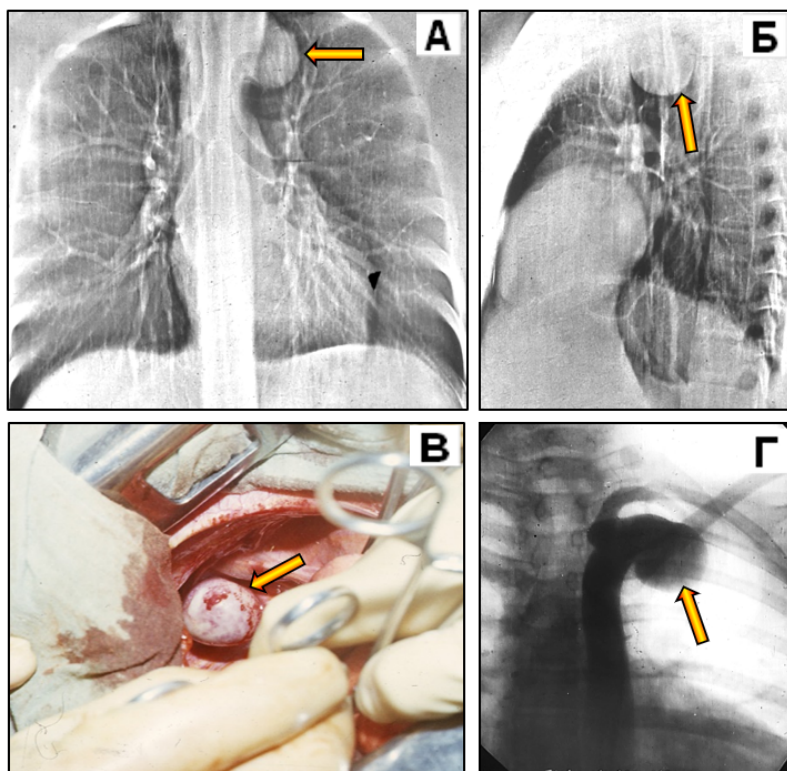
Больная Ю., 24 года. Изолированная АЛПА. МСКТ. (А) – МПР ОГК во фронтальной проекции. (Б) – МПР в левой боковой проекции. (В) – операционное поле. Изолированная аневризма (стрелка) левой подключичной артерии. (Г) – селективная ангиопульмонография.
